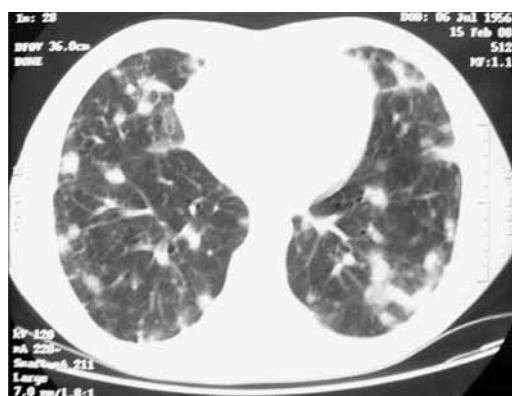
TC torácica (Fevereiro/08): alterações reticulo-nodulares interessando maioritariamente o pulmão cortical
